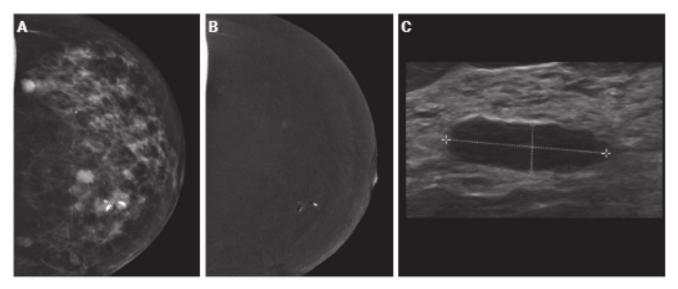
Fibroadenoma calcificado. A) Proyección cráneo-caudal de mamografía con contraste de la mama izquierda; en la imagen de baja energía se aprecia una formación nodular, ovalada y de bordes bien definidos con calcificaciones groseras internas. B) La imagen recombinada no muestra realce. C) Ecografía: nódulo ovalado, hipoecoico, circunscrito y de bordes bien definidos.
